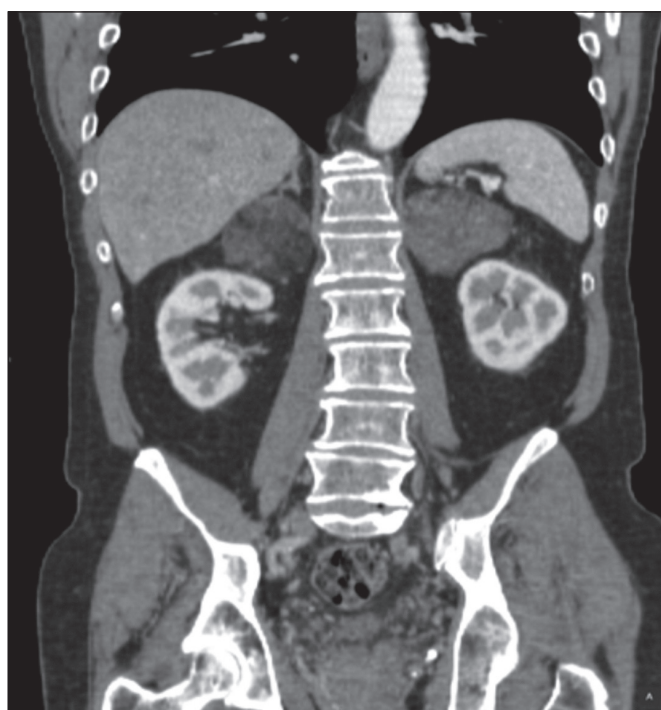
Reconstrucción coronal de TC de abdomen, donde se aprecia con claridad las masas suprarrenales justo por encima de ambos riñones.
